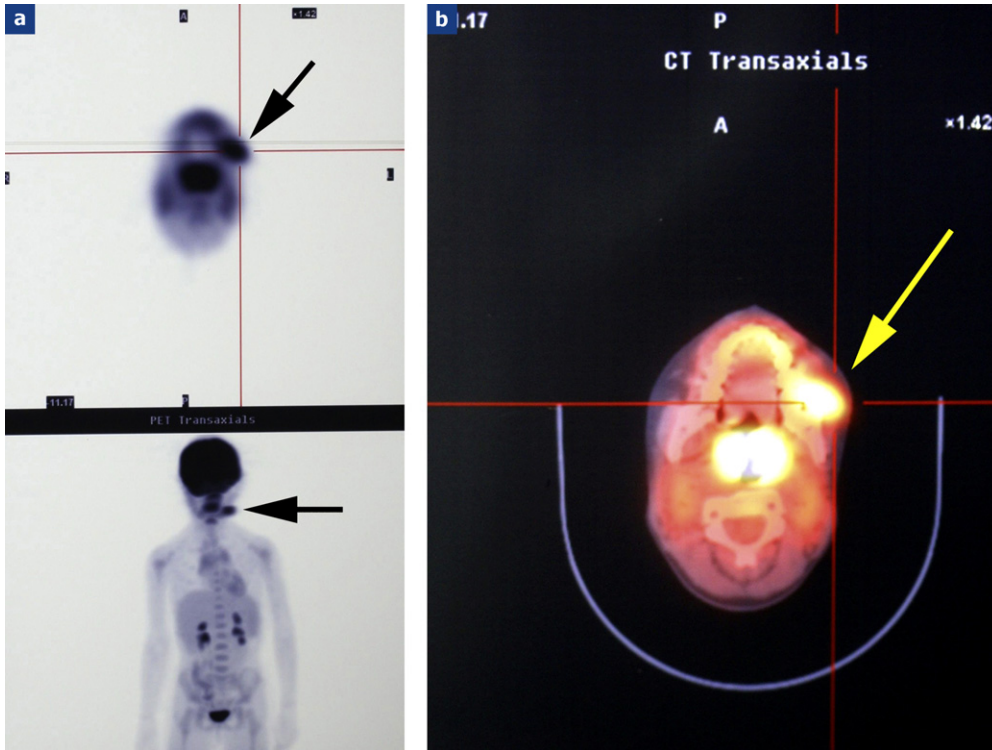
PET Scan cranio-facial : a : PET Scan en coupe transversale et en vue frontale montrant une hyperfixation mandibulaire gauche isolée (flèches) ; b : PET Scan du massif facial en coupe transversale. Hyperfixation mandibulaire préangulaire mandibulaire gauche, à développement vestibulaire (flèche).
